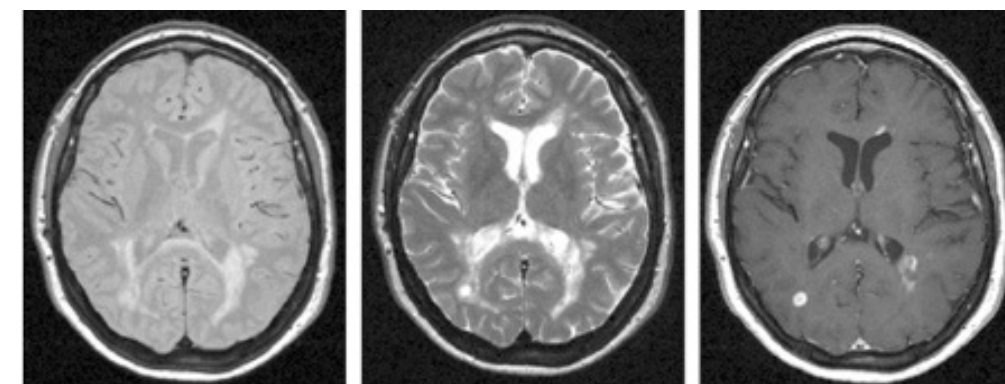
Imágenes de RM del cerebro en diferentes secuencias: (a) densidad protónica, (b) potenciada en T2 y (c) potenciada en T1 realzada con gadolinio de un paciente de 37 años con EMRR
